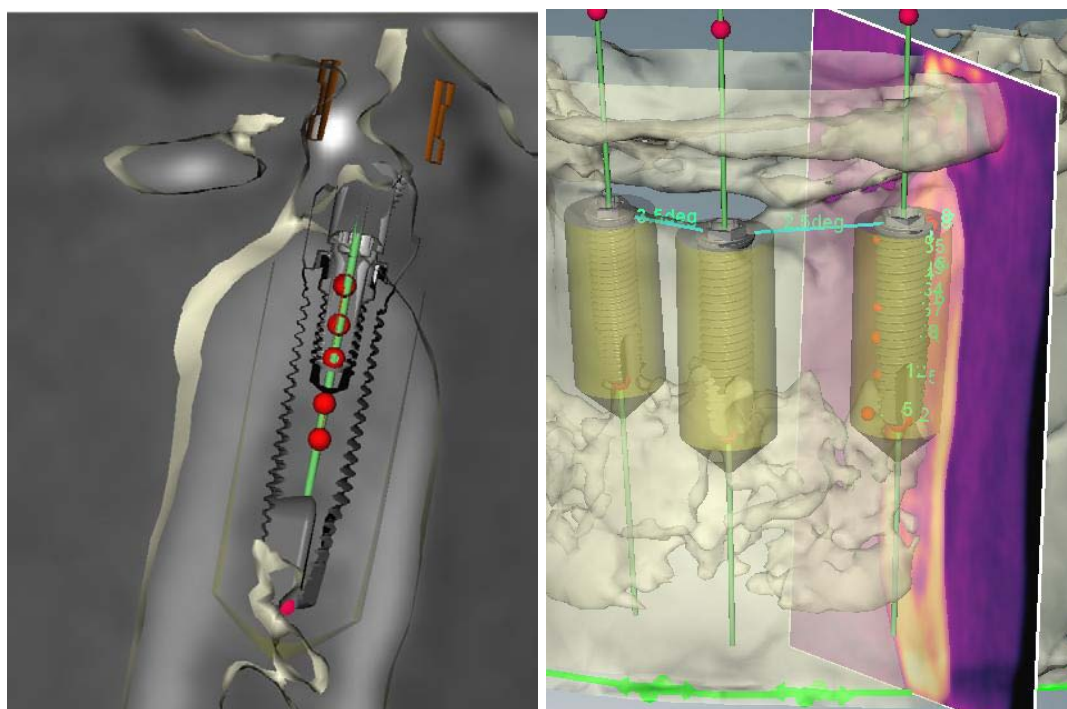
A. Planificación de la posición de implantes dentales mediante el programa NobelGuide™ a partir de las imágenes de TC de haz cónico en un paciente desdentado mandibular total. B. Corte sagital perpendicular al plano oclusal, en la que se visualiza la posición del implante planificado a
